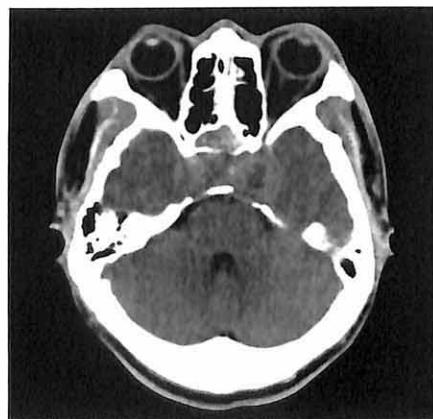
垂体瘤术后术区脑出血，CT 示鞍区高信号
